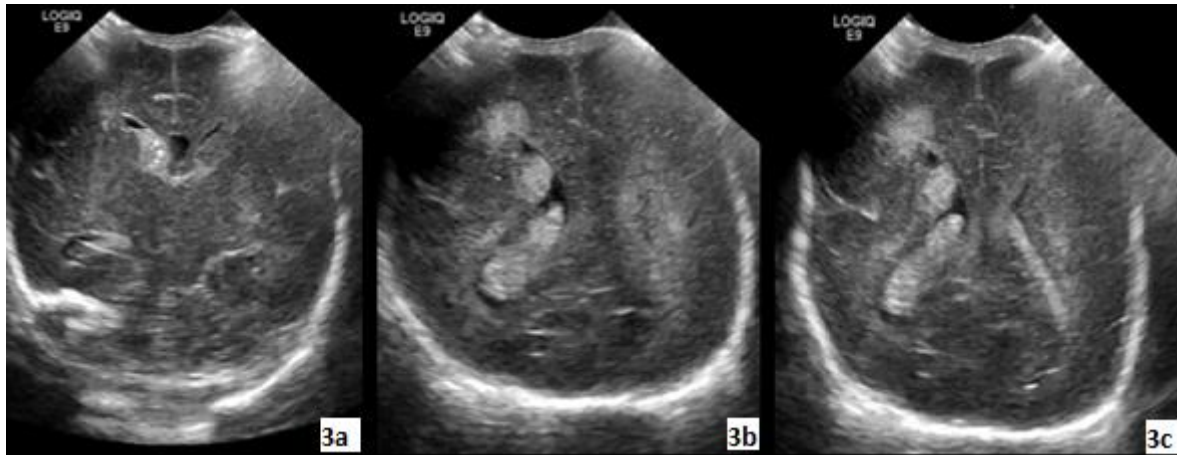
Ultrasonografía Transfontanelar. (3a) Corte coronal de ultrasonografía en la que se observa área ecogénica en el surco caudo talámico derecho que se impresiona inferior al ventrículo cerebral derecho y dilatación del cuerno temporal derecho. (3b) Corte coronal en la que se observa ventrículo derecho dilatado con áreas ecogénicas redondeadas correspondientes a coágulos sanguíneos, en el área periventricular derecha frontal se visualiza área ecogénica correspondiente a zona de leucomalacia. (3c). Corte coronal con hallazgos similares de ventriculomegalia y área ecogénica periventricular frontal derecha secundarios a hemorragia por hipoxia e isquemia cerebral.
